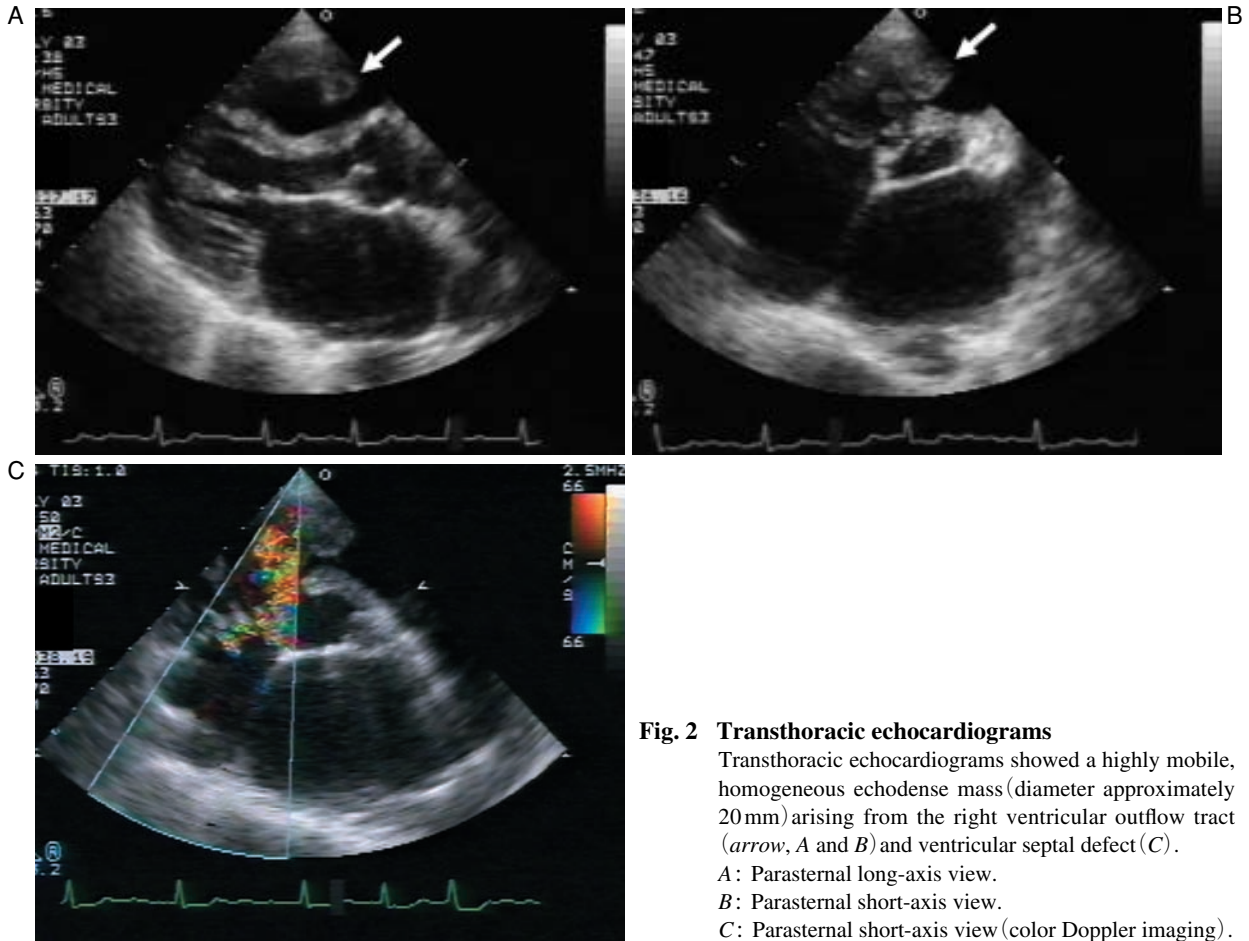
Transthoracic echocardiograms
